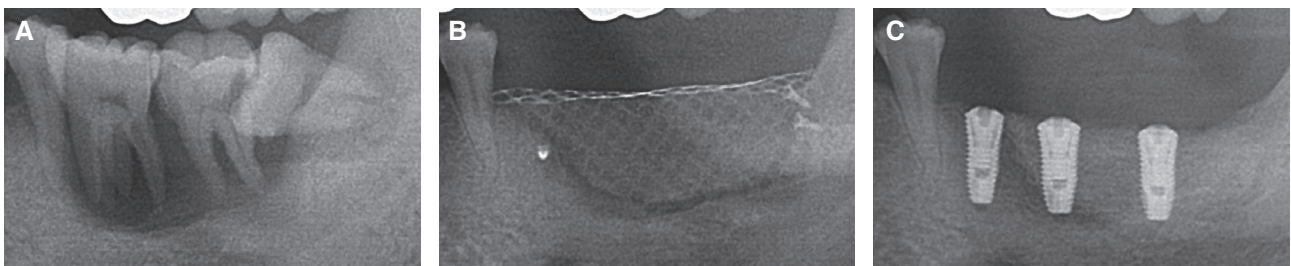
Radiograph on #35, 36, 37. (A) Before treatment, (B) Bone graft with titanium mesh, (C) After first implant surgery.
